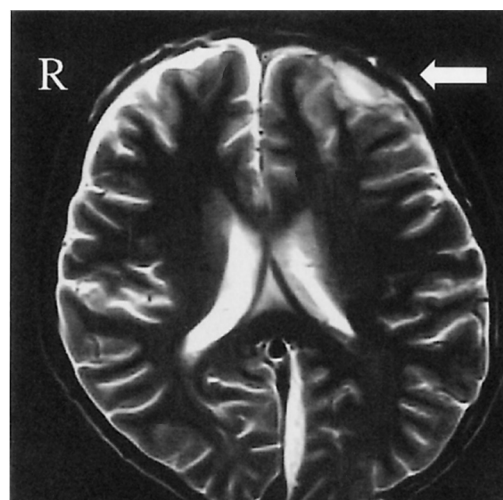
Case 1: Brain MRI shows abscess in left frontal lobe and cerebral falx
